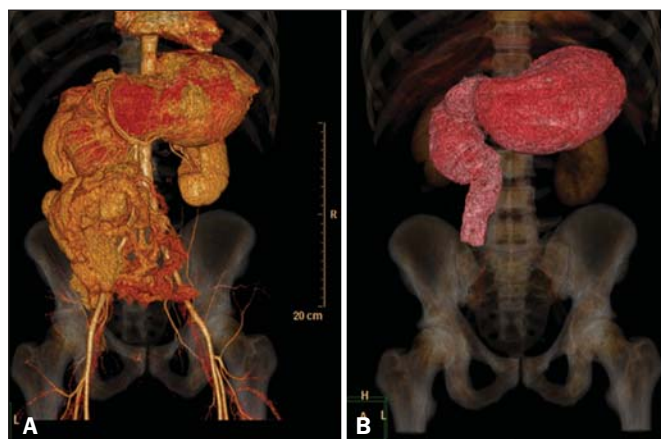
Tomografia computadorizada multidetectores do abdome e pelve, com reconstrução tridimensional. Observar a importante distensão hídrica gástrica e duodenal, com área de estreitamento luminal abrupto duodenal na transição da segunda para a terceira porção duodenal (A). O arco duodenal era curto, com ângulo de Treitz verticalizado e as alças todas deslocadas para a direita e com má-rotação intestinal, onde o ceco e o cólon ascendente apareciam em posições anterior e medial, ocupando o mesogástrio (B).
